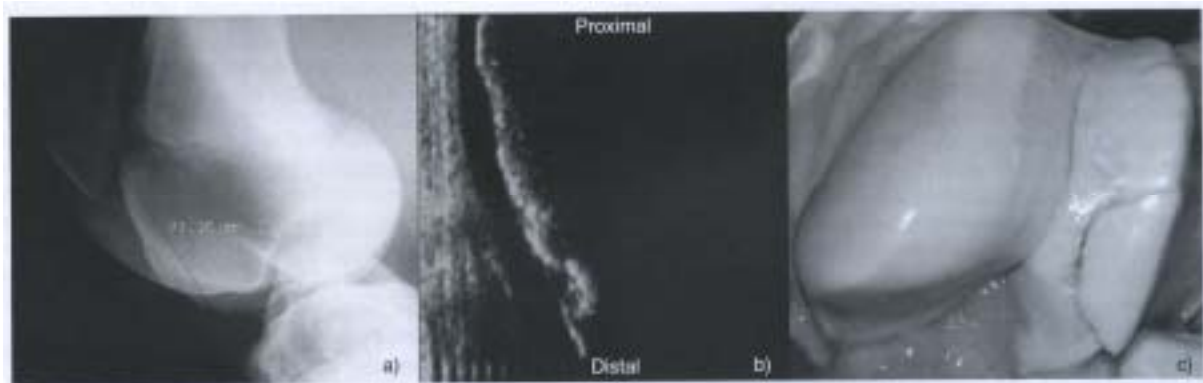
右大腿骨外側滑車稜に発生したOCD病変のX線像(a)、超音波像(b)、剖検像(c)を示す。
